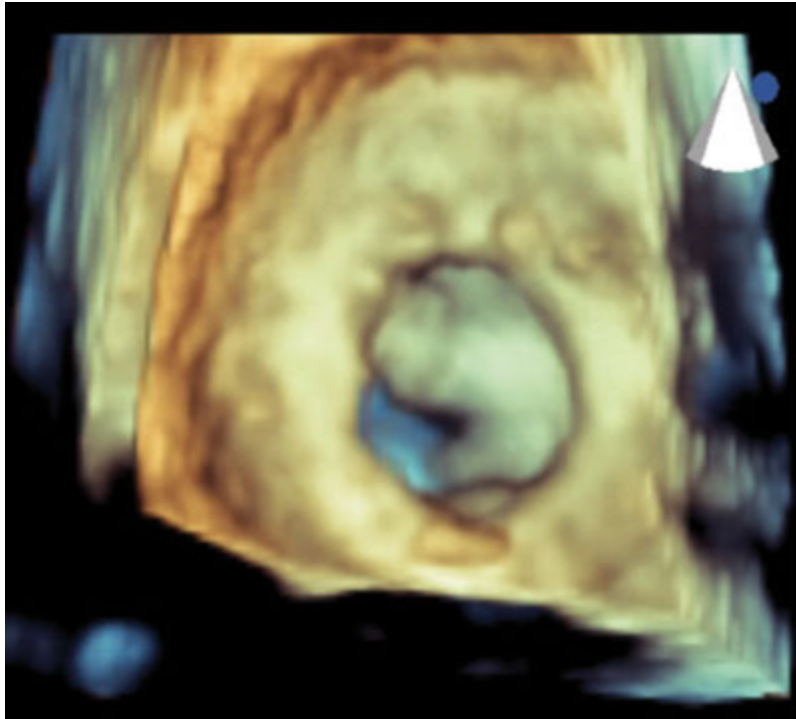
Ecocardiograma transesofágico con reconstrucción tridimensional de la prótesis biológica mitral degenerada, vista desde la aurícula izquierda.
